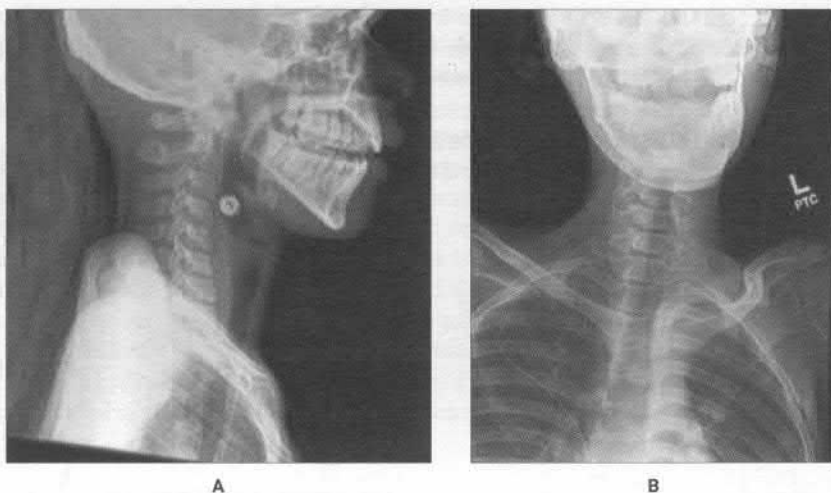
Radiografia regiunii cervicale. Corp străin la nivelul faringelui Claude F Harbarger, Brian J Wiatrak)
